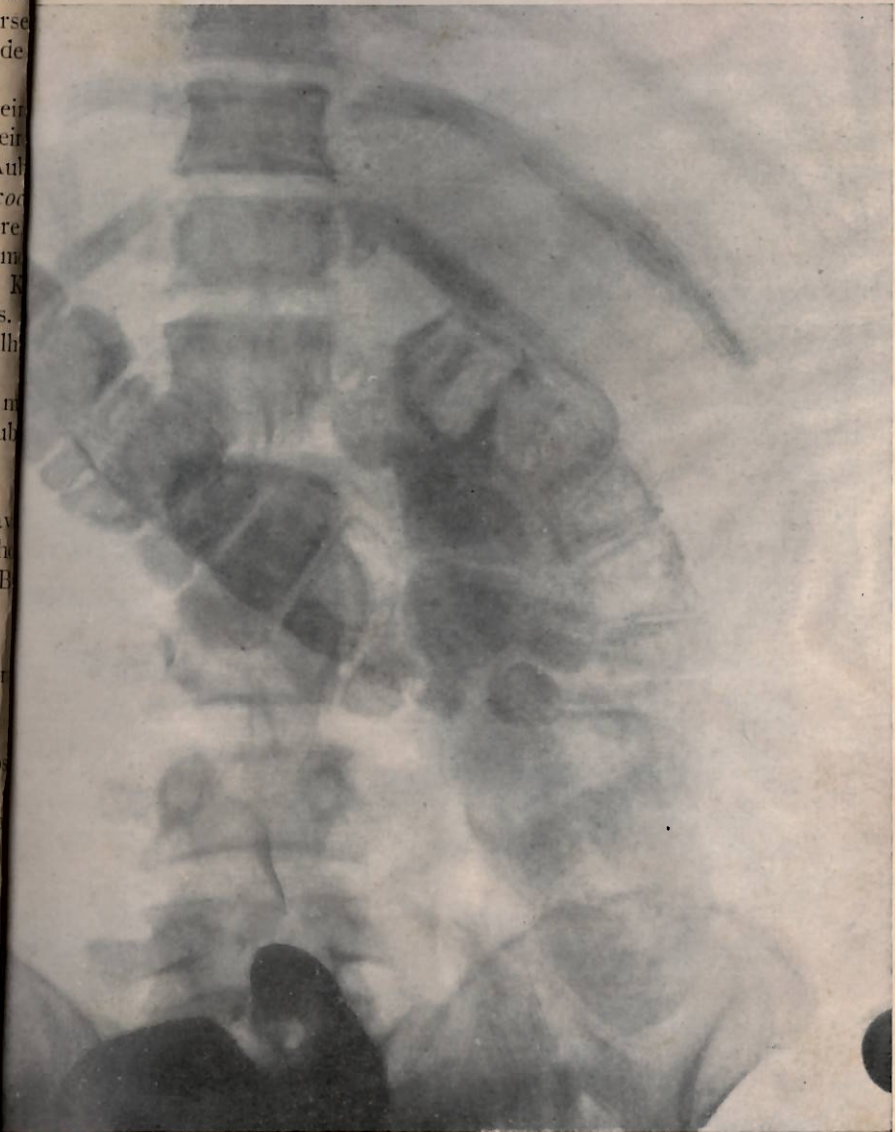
Radiografia mostrando o intestino cheio de ar em uma das crises dolorosas do doente. (Rad. do Gab. de Radiologia do H. C. E.)
